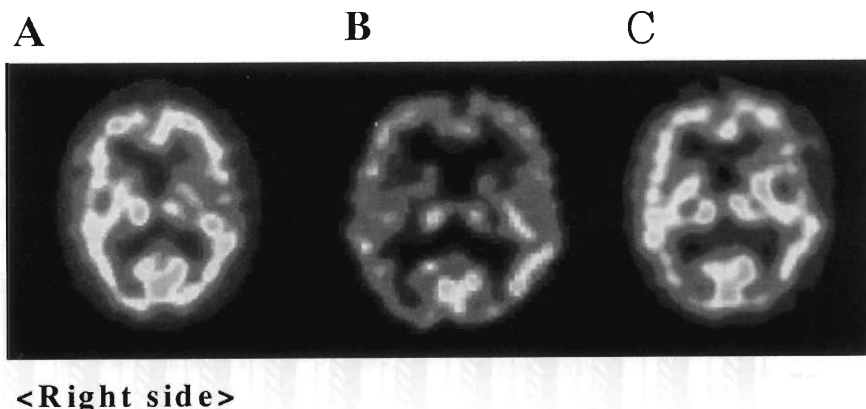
^{99m}Tc HM PAO SPECTの水平断。A；2クール目 m-ECT 施行直後の症状改善時であり mCBF は48.1ml/100g/min。B；2クール目 m-ECT 終了から2ヶ月後の症状再燃時であり mCBF は40.3 ml/100g/min。C；3クール目 m-ECT 施行直後の症状改善時で mCBF は42.5 ml/100g/min。
